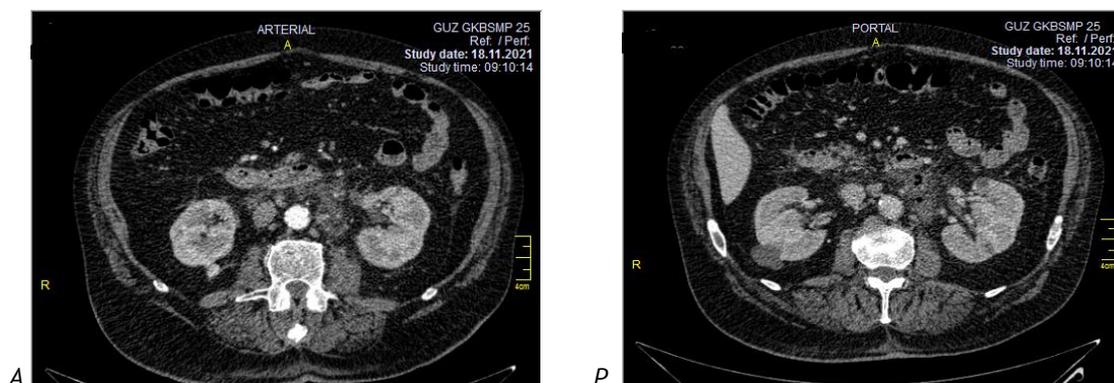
МСКТ брюшной полости в артериальную (А) и венозную (портальную) (Р) фазы пациента М., 74 лет, в аксиальной проекции
